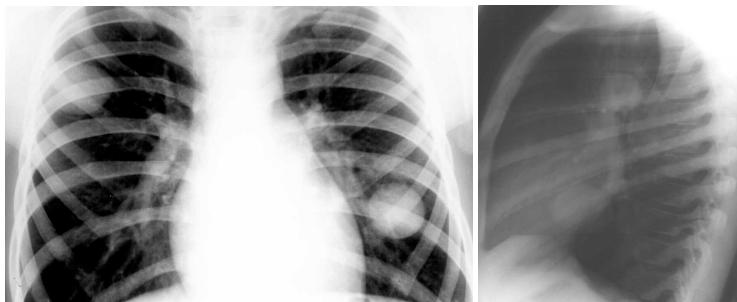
Рентгенограммы грудной клетки ребенка с эхинококковыми кистами обоих легких
